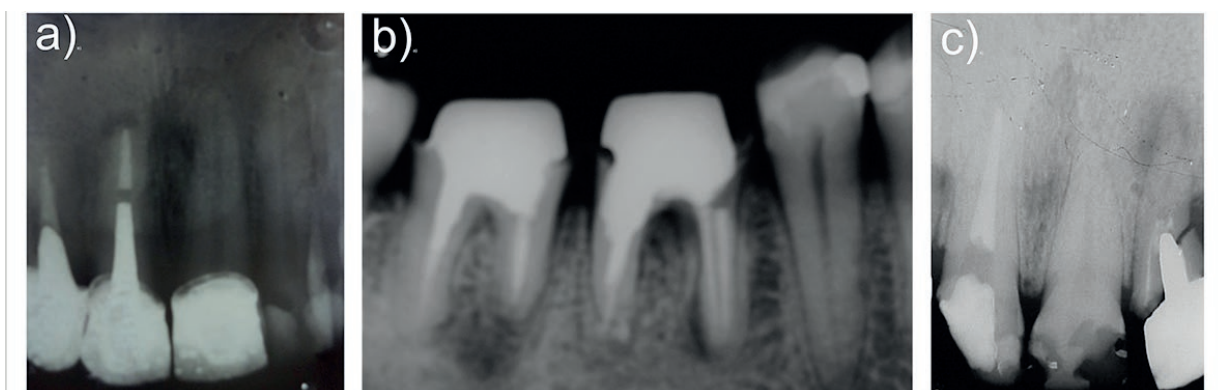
situações clínicas que denotam falhas dos núcleos metálicos fundidos (nmf): a) o nmf não atingiu o comprimento suficiente, resultando em espaço entre o metal e o material obturador e conseqüente lesão periapical; b) os dois molares demonstram nmf com erros de execução da técnica, por falha na adaptação e no correto comprimento de trabalho a ser realizado. C) fratura radicular devido a presença de um nmf mal executado. Fonte: Os autores.
